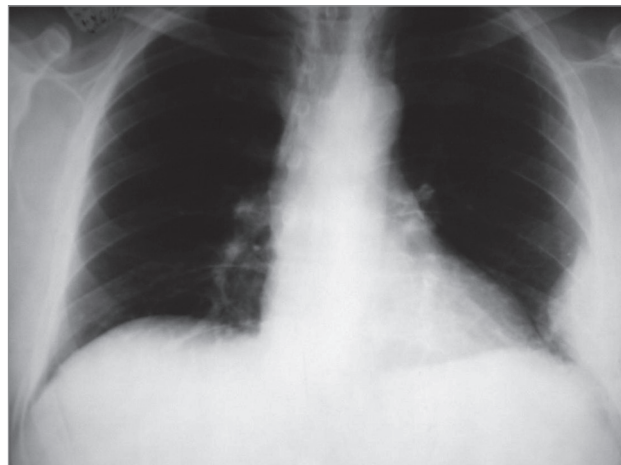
Плазмоцитома левой плевральной полости. Рентгенография
